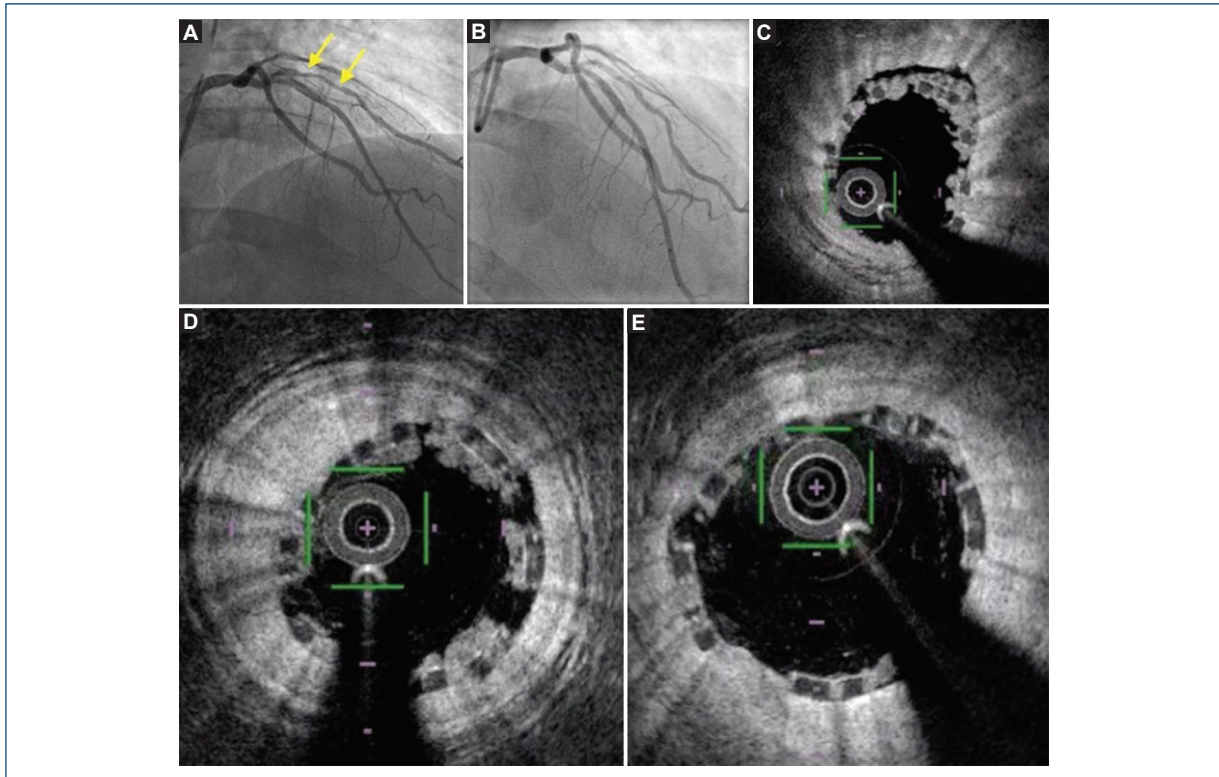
Angiografía coronaria que muestra (A) una lesión severa, calcificada (flechas amarillas) en la rama diagonal. B: angiografía coronaria después de la implantación del *scaffold* reabsorbible. C: imágenes de tomografía de coherencia óptica (OCT) de malaposición en segmento proximal. D: imágenes trombóticas que cubren todo el *scaffold*. E: imagen de OCT que muestra una reducción significativa de la carga trombótica y una buena aposición del *scaffold* previamente implantado.
